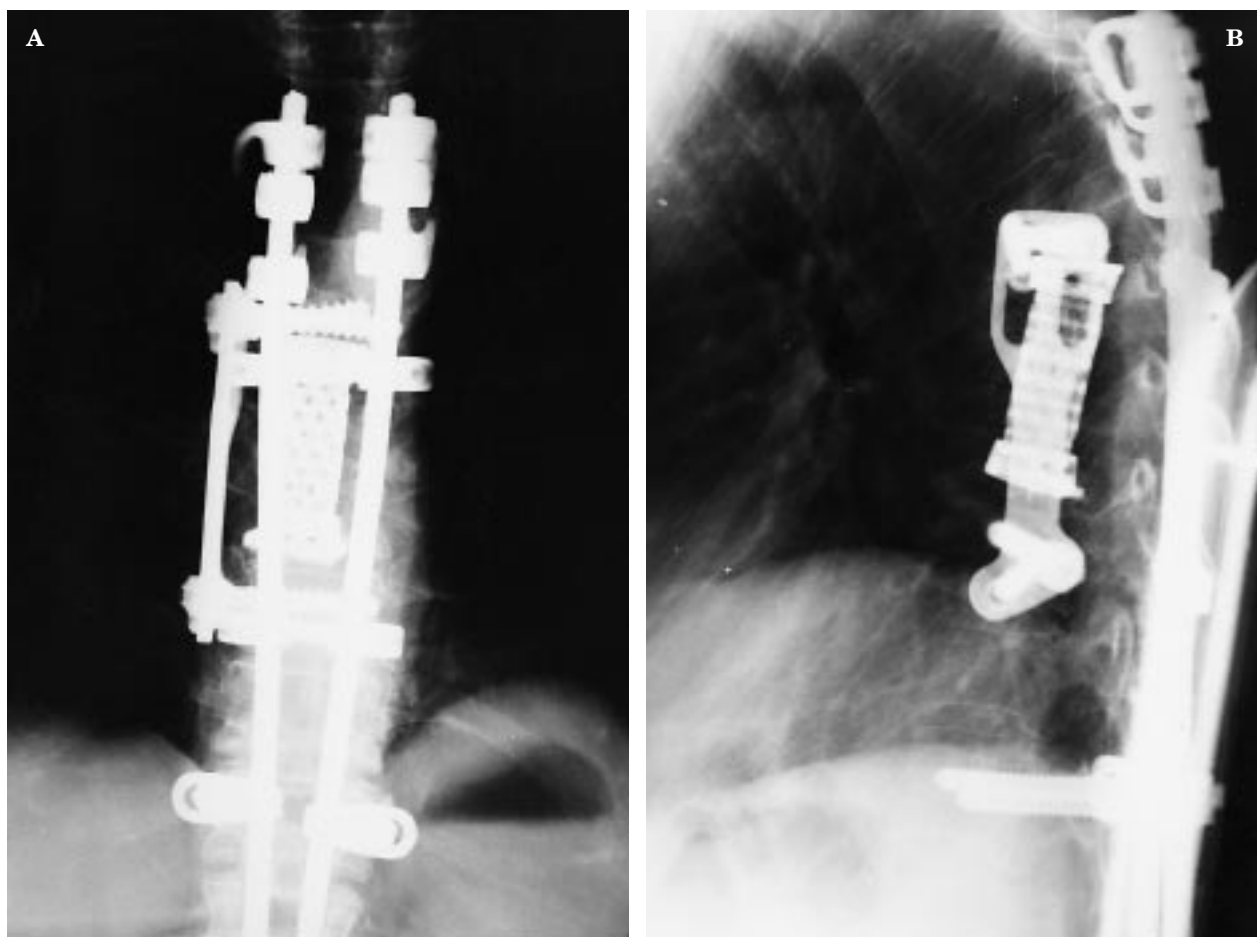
Radiografías postoperatorias que muestran la resección tumoral y la doble instrumentación: anterior, con caja de titanio rellena de injerto y placa Z, y posterior, con sistema CD-Horizon. A: Visión anteroposterior. B: Visión lateral.
